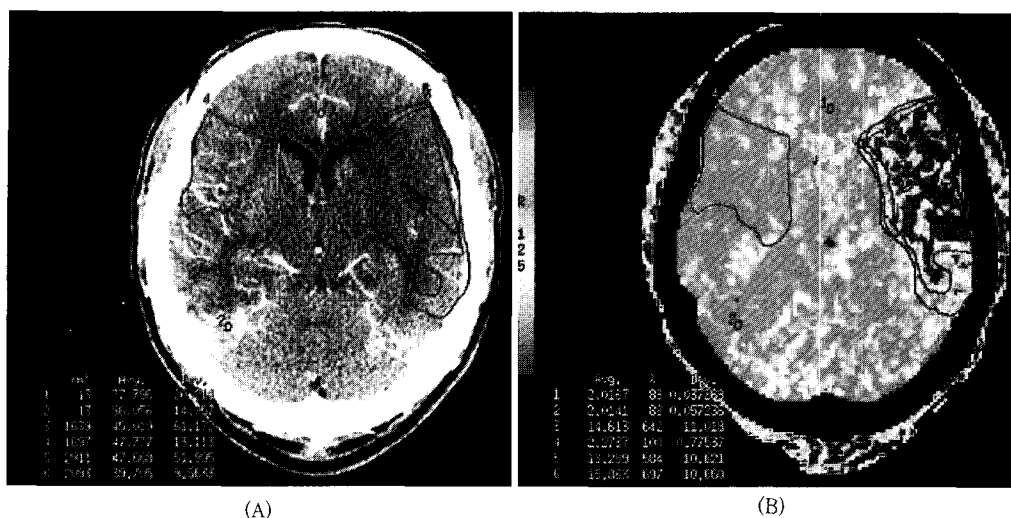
Acute cerebral infarction in left middle cerebral artery territory and ROI number shows the mean CT number(A) and Mean transit time(b).
